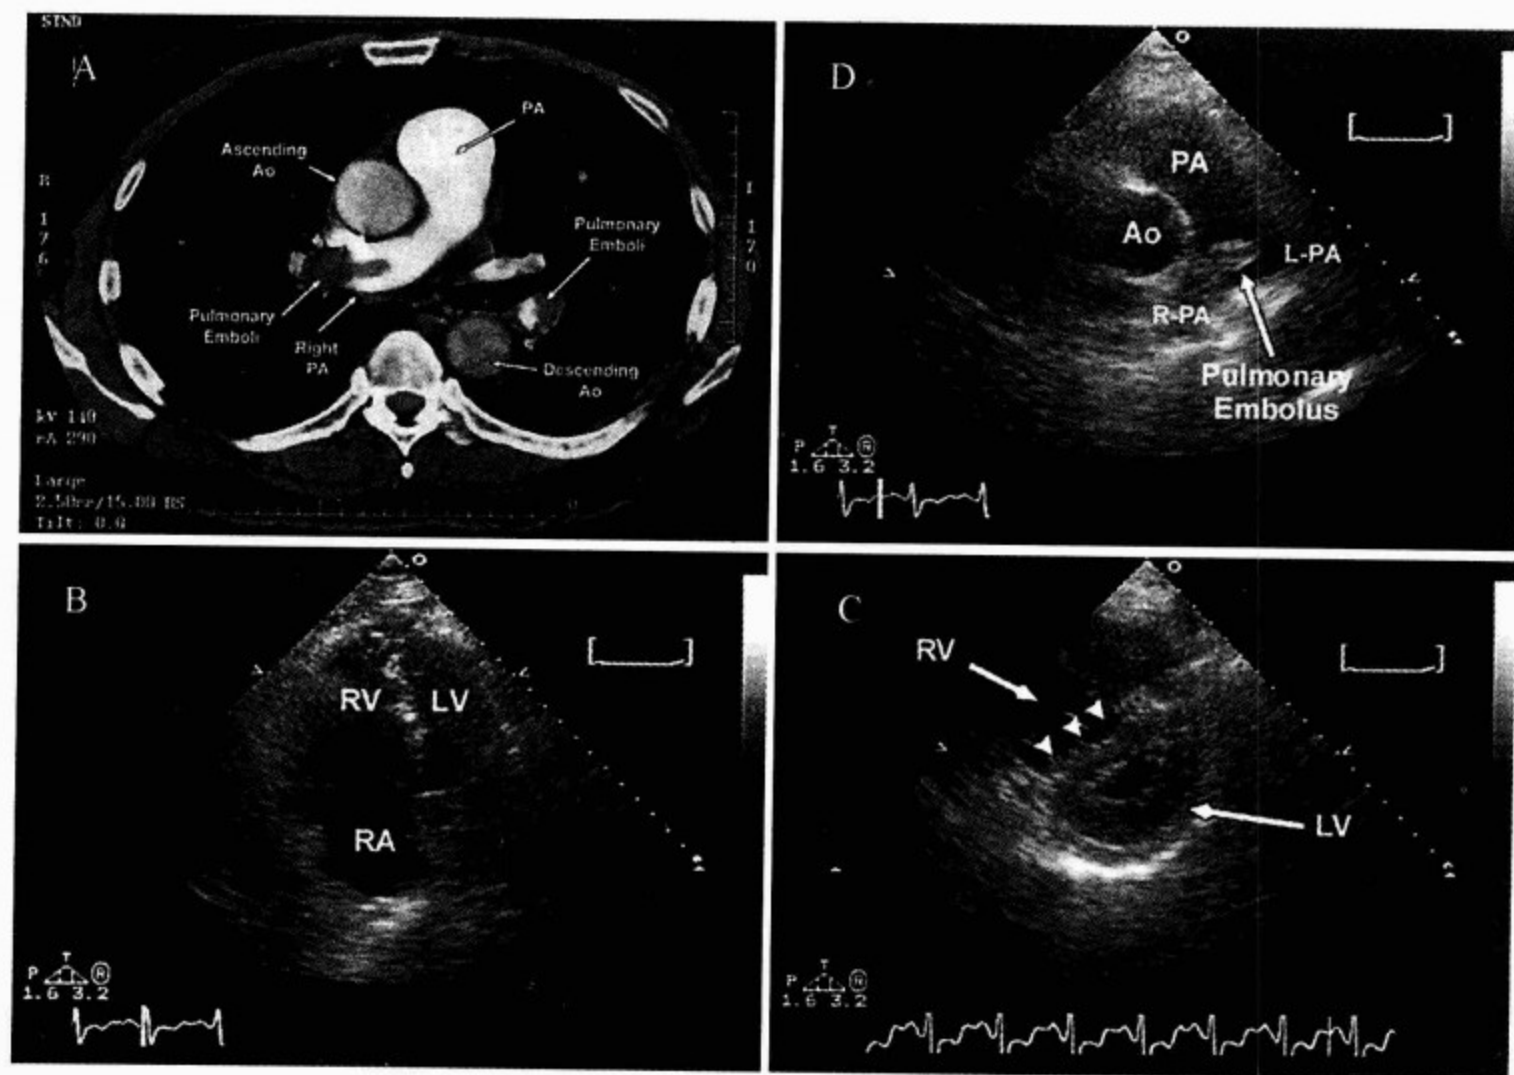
一例 55 岁男性亚巨型肺栓塞患者的计算机断层和超声心动图检查发现
